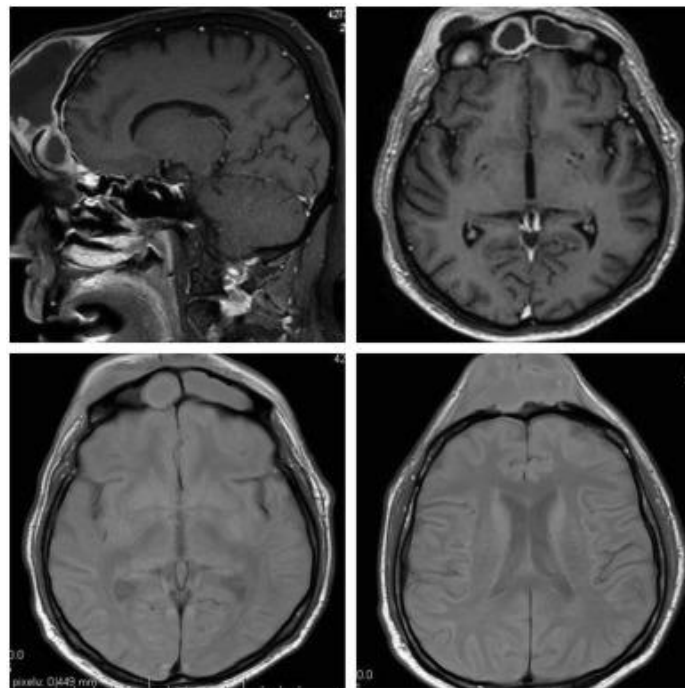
Clichés d'IRM d'une tumeur de Pott secondaire à une infection du sinus frontal [89]
